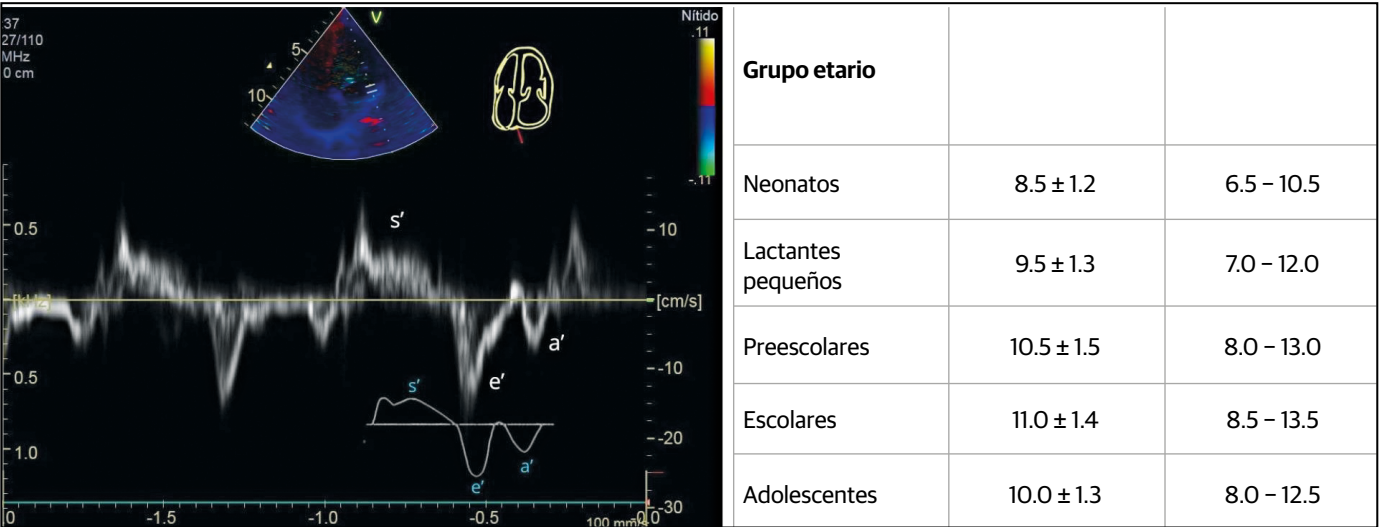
Doppler tisular con las distintas ondas. Referenciados valores normales de onda s' según grupos etáreos.
